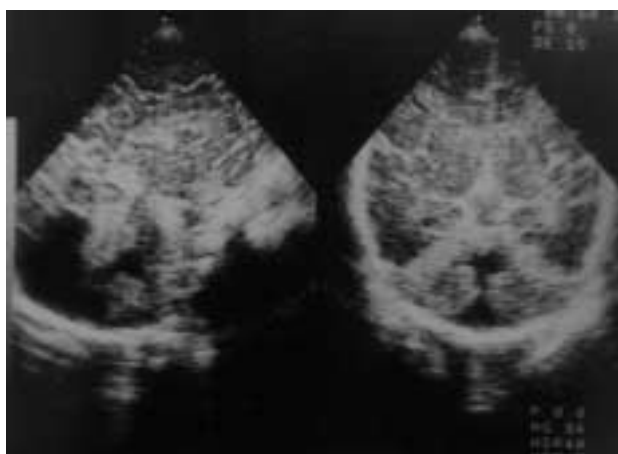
Ecografía cerebral transfontanelar. Mitad izquierda de la imagen: corte sagital medio, mostrando una gran cisterna magna (CM) que comunica (flecha blanca) con el IV ventrículo (IV). Mitad derecha de la imagen: corte coronal oblicuo posterior en la que se ve la comunicación entre el IV ventrículo (IV) y la cisterna magna (CM).
